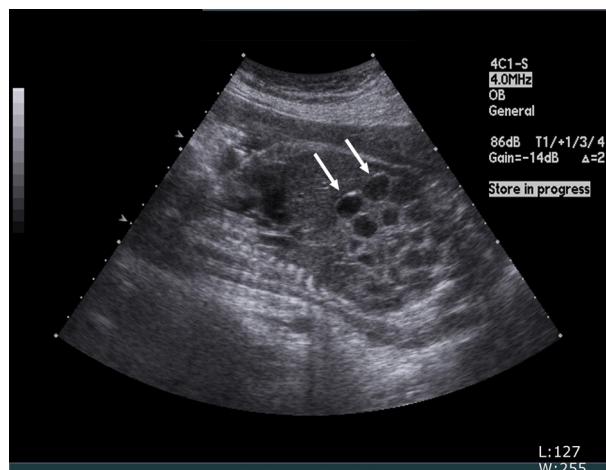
Ultrasonography show fetal echogenic bowel (white arrow).
